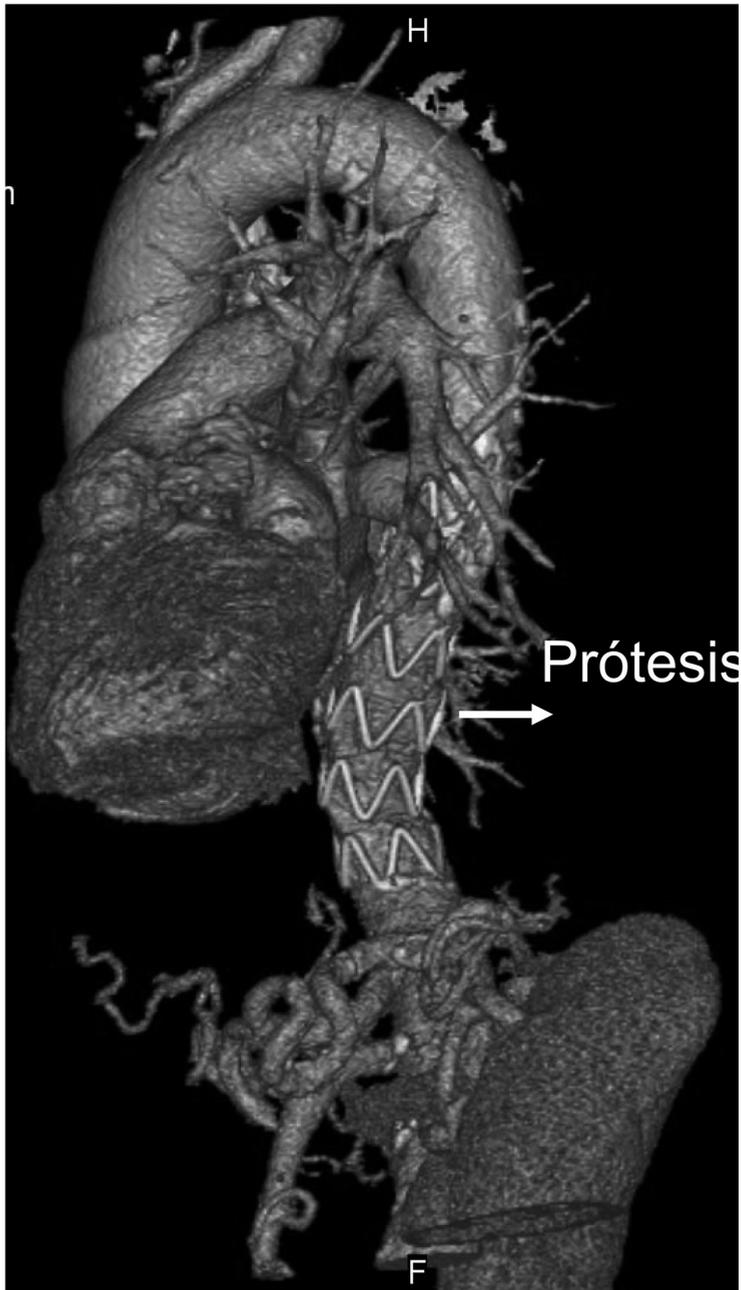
El mismo caso de la figura anterior, tras la implantación de una prótesis por vía femoral. Se observa sólo la estructura de soporte de la prótesis, dado que la malla no es visible al TAC.
